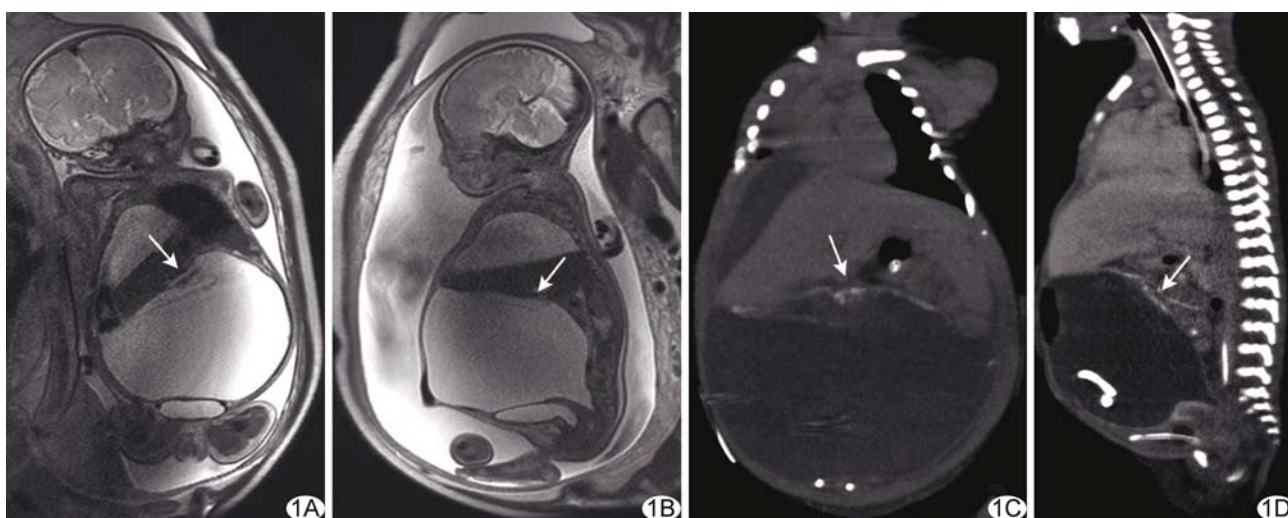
胎粪性腹膜炎 A、B. 产前冠状位(A)及矢状位(B)T2WI(箭示包块边缘及内部低信号); C、D. 产后腹部冠状位(C)及矢状位(D)CT (箭示腹腔内高密度影)
